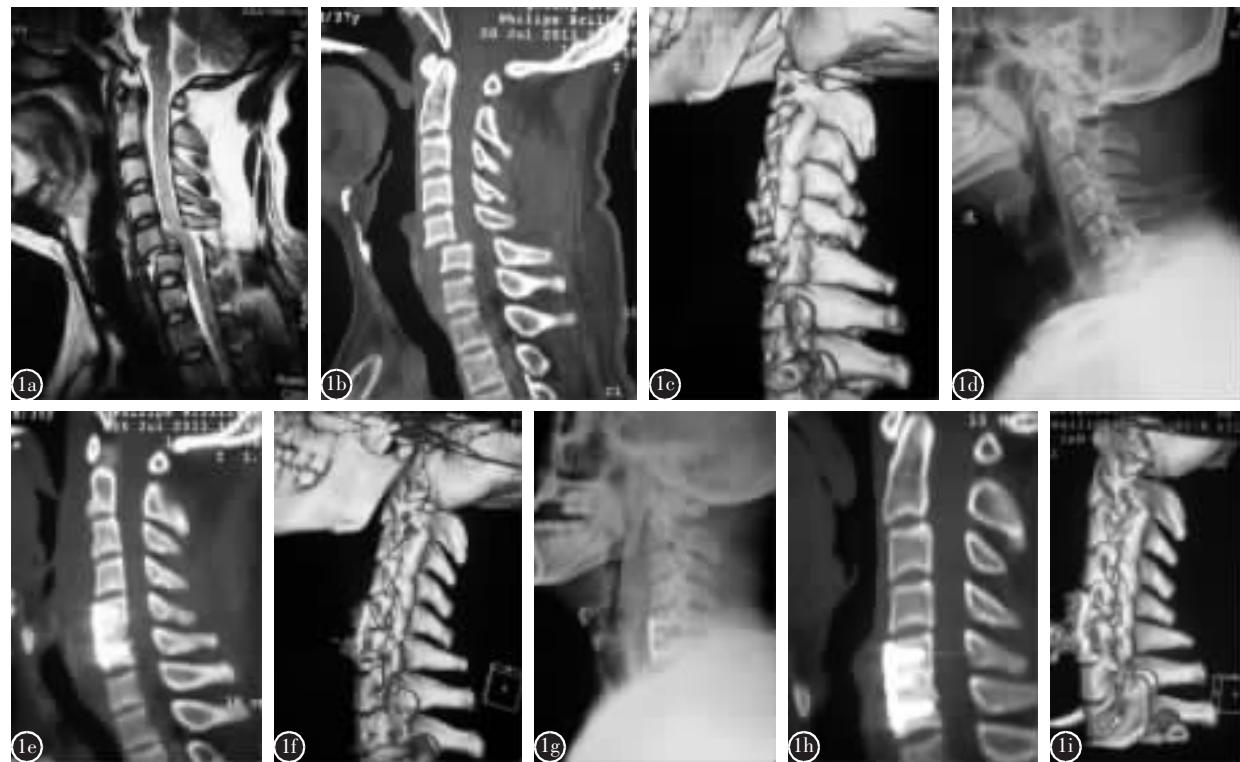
a 术前MRI示C5/6椎体脱位，脊髓受压 b 术前CT示C5/6椎体脱位 c 术前CT三维重建示C5/6右侧关节突绞锁 d 术前X线示C5/6椎体脱位伴关节突绞锁 e 术后CT示C5/6椎体复位良好 f 术后CT三维重建示C5/6右侧绞锁关节突复位 g 术后X线片示C5/6椎体及关节突复位良好 h 术后8个月CT示C5/6椎间融合良好 i 术后8个月CT三级重建示C5/6关节突间复位融合
